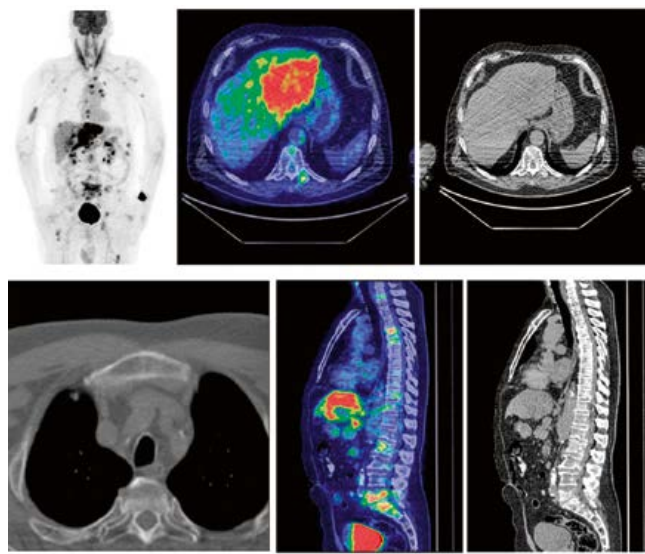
Пациент Н., 65 лет. Очаговое поражение костного мозга, SUV_{max} в очагах костей скелета – 7,30.
